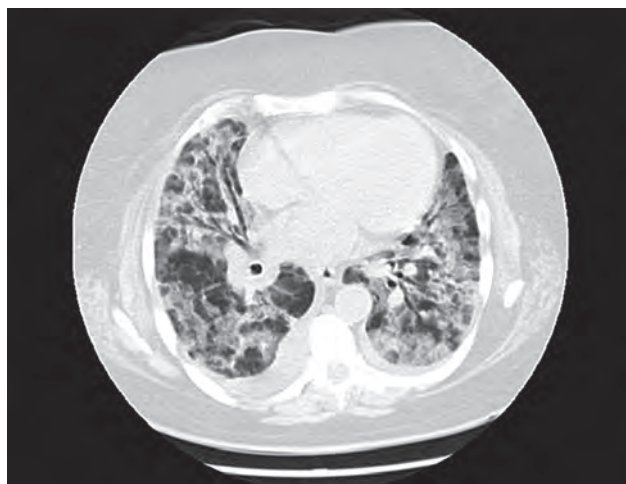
Компьютерная томограмма легких у больного обычной интерстициальной пневмонией: участки консолидации и «матового стекла», воздушные бронхограммы, плевральный выпот
